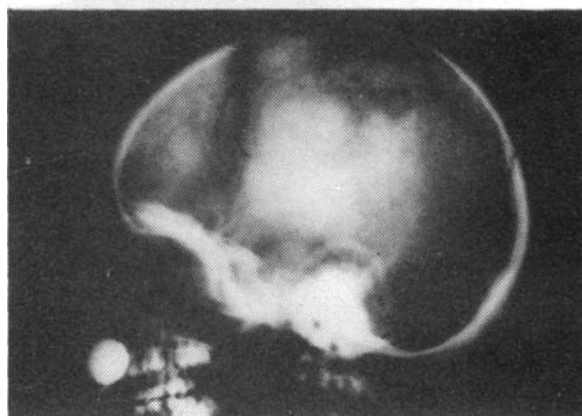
Radiografías del cráneo. Base ancha y bóveda densa, con diploé espeso.
